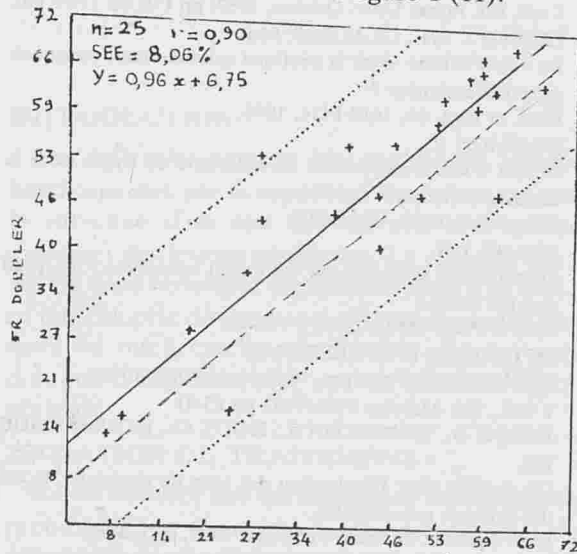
Corrélation entre la fraction de régurgitation écho-Doppler et la fraction de régurgitation hémodynamique des 25 patients (Source : 11).
